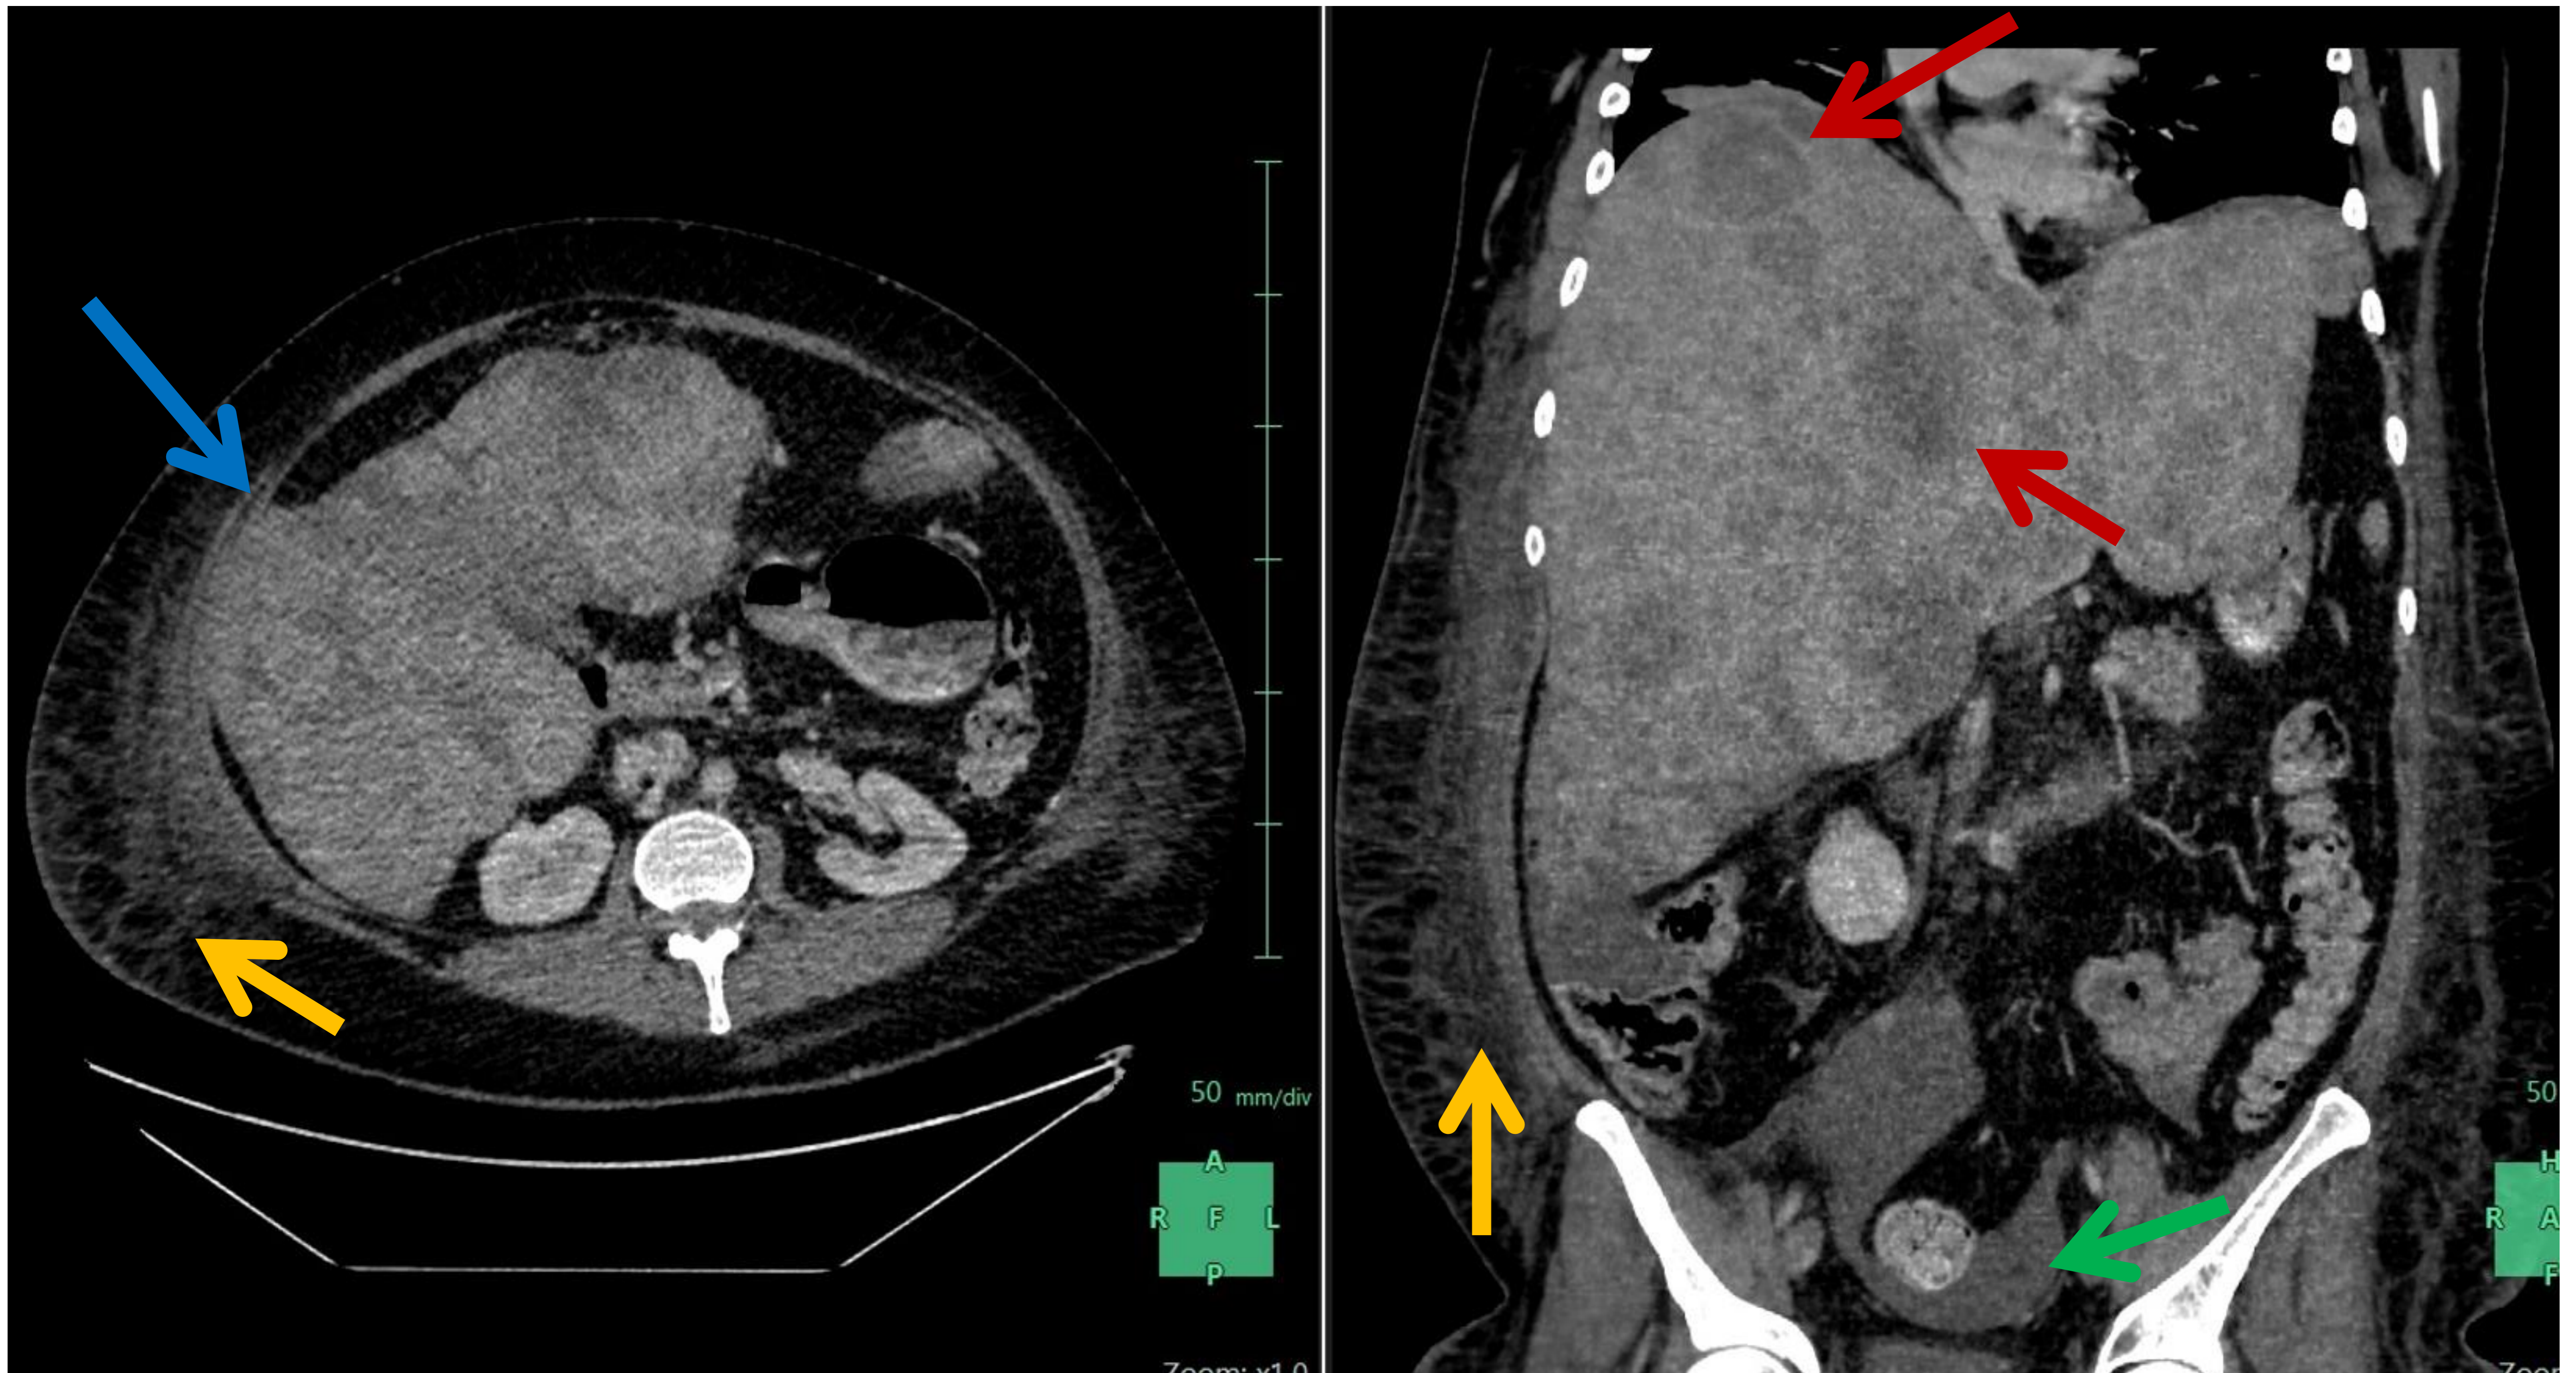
TC abdomino-pélvico con contraste en fase portal donde se observa una gran hepatomegalia con múltiples lesiones focales hipodensas, algunas con cierto realce periférico en relación con metástasis de melanoma (flechas rojas). Se observa un hematoma subcapsular (flecha azul), así como líquido libre en pelvis (flecha verde) y edematización del tejido celular subcutáneo (flechas naranjas).
